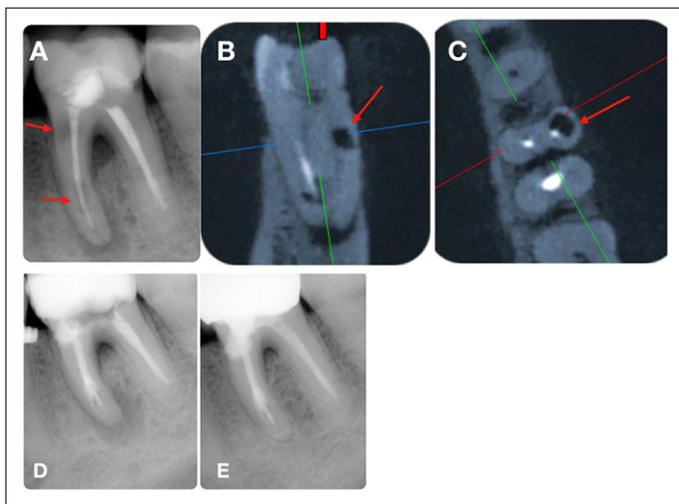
A): radiografía inicial en la que se observa zonas radiolúcidas a nivel de tercio medio y cervical de la raíz mesial (flechas rojas), compatibles con reabsorción interna, radiolucides circunscrita en apical de la raíz mesial, y pérdida ósea a nivel de furca; B) y C): cortes sagital y coronal de TCHC de la raíz mesial en el que se observa reabsorción interna a nivel cervical; D): radiografía final del tratamiento; E): radiografía control de 2 años en la que se observa curación apical y disminución significativa de la pérdida ósea a nivel de furca en comparación a la radiografía inicial.
